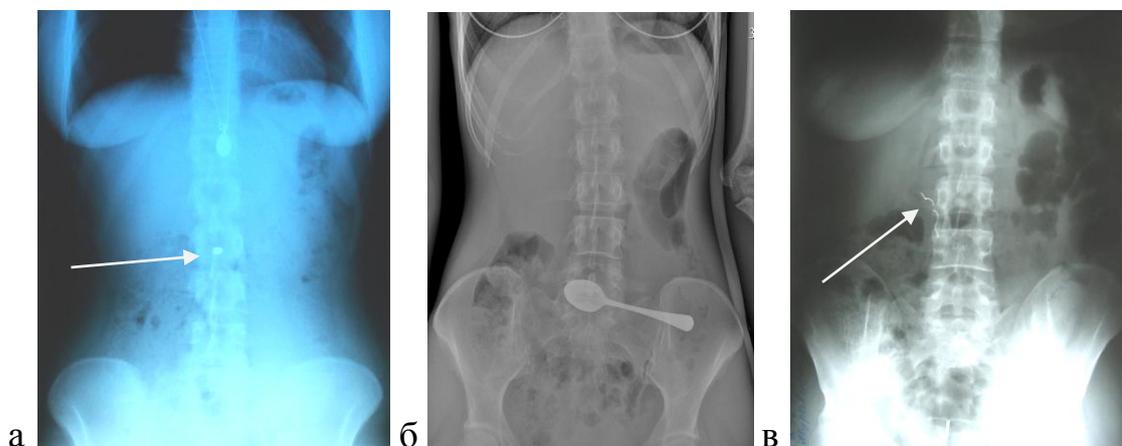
Рентгенологическая картина ИТ желудка: а – зубная коронка, ложка; в – часть зубного протеза в 12-ти перстной кишке
